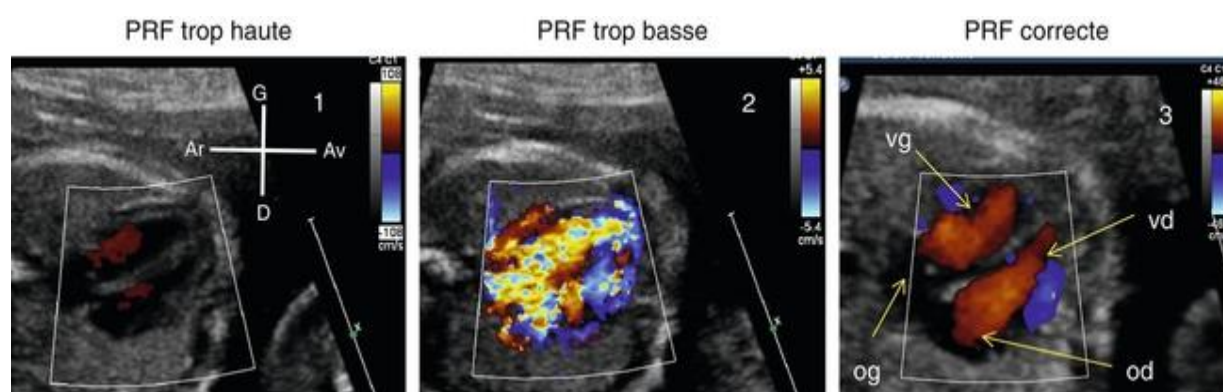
Flux Doppler couleur en incidence des quatre cavités[12]
